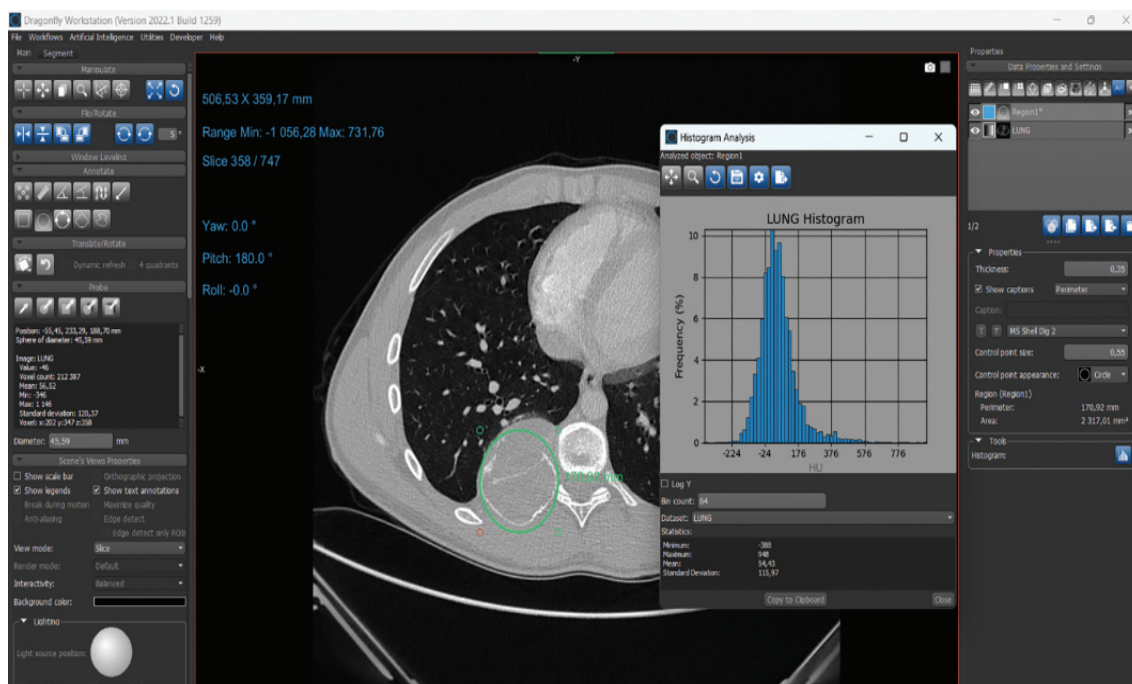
Гістограма пацієнта Ф.: аксіальний зріз комп'ютерної томограми у максимальній довжині патологічного процесу
